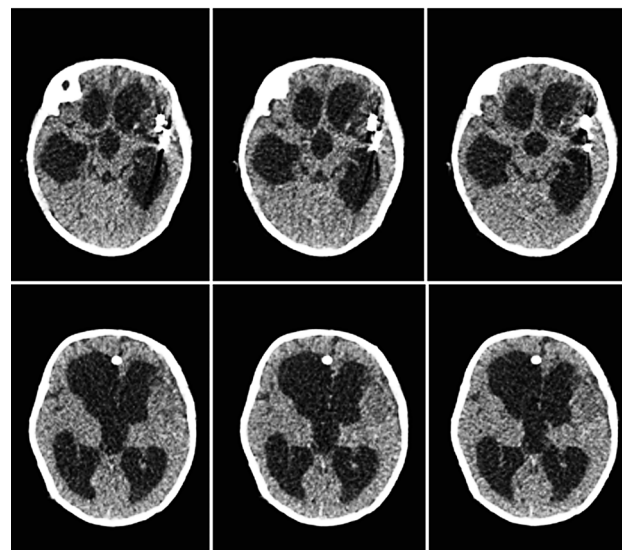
КТ головного мозга ребенка И., 2 месяца, от 30.12.11. Клипс на левой СМА и вентрикулярный отдел катетера в проекции правого бокового желудочка
